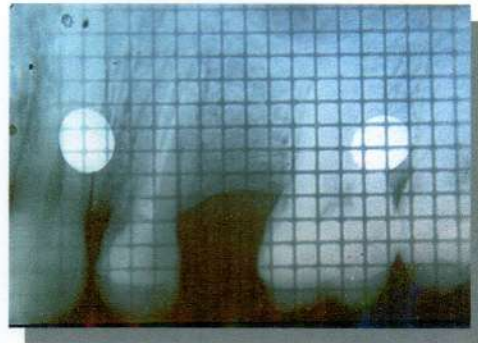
Caso clínico N° 18. Radiografía milimetrada de control a los 360 días.
